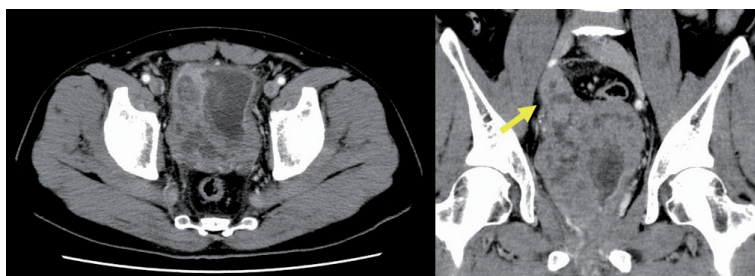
Contrast-enhanced computed tomography shows the tumor extending beyond the bladder wall and infiltrating the right ureter (yellow arrow).
